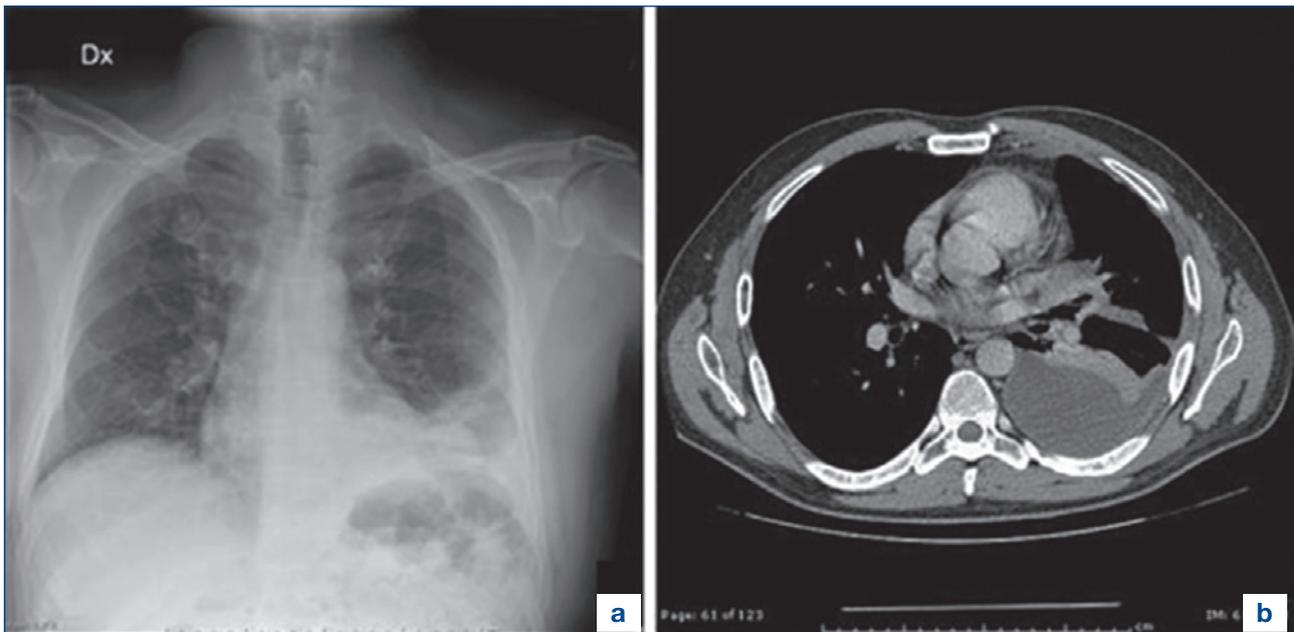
a. Rx torace eseguito circa un mese dopo la broncoscopia (a questo punto il paziente mostrava condizioni cliniche peggiorate): presenza di ampio e disomogeneo addensamento alla base polmonare sinistra. b. Immagine TC torace eseguita dopo l’Rx torace che conferma la presenza dell’addensamento polmonare sinistro con versamento pleurico saccolato (come confermato alla successiva ecografia toracica).
